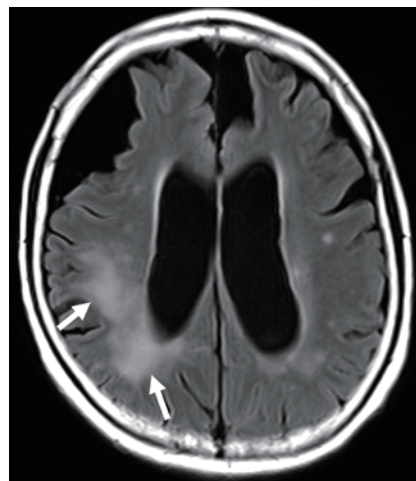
頭部MRI軸位断像(側脳室体部レベル) FLAIR
